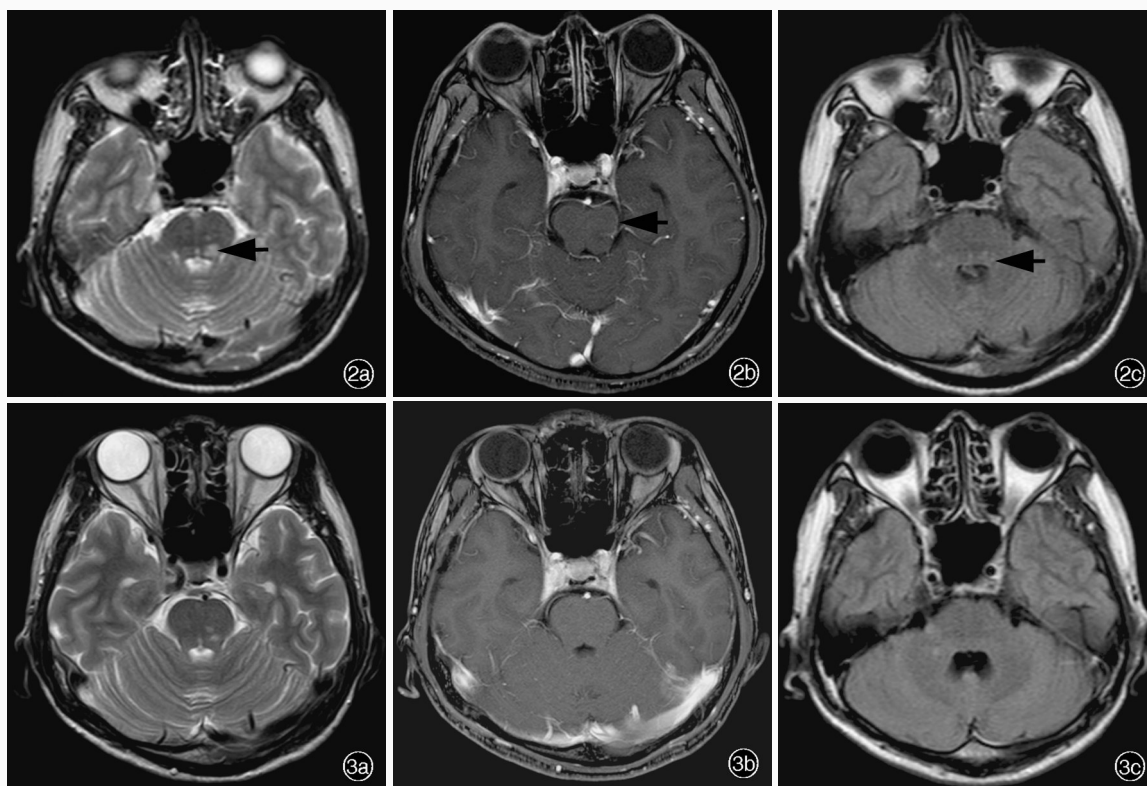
治疗前头部MRI检查所见 2a 横断面T₂WI显示脑桥病灶呈高信号(箭头所示) 2b 横断面增强T₁WI显示,脑桥病灶呈斑片样轻度强化,左侧缘呈线样强化(箭头所示) 2c 横断面增强FLAIR成像显示,脑桥病灶呈垂直于第四脑室的线样高信号(箭头所示) 图3 治疗后头部MRI检查所见 3a 横断面T₂WI显示脑桥病灶缩小,部分病灶完全消退 3b 横断面增强T₁WI显示脑桥病灶无明显强化 3c 横断面增强FLAIR成像显示,脑桥背侧线样垂直高信号消失
